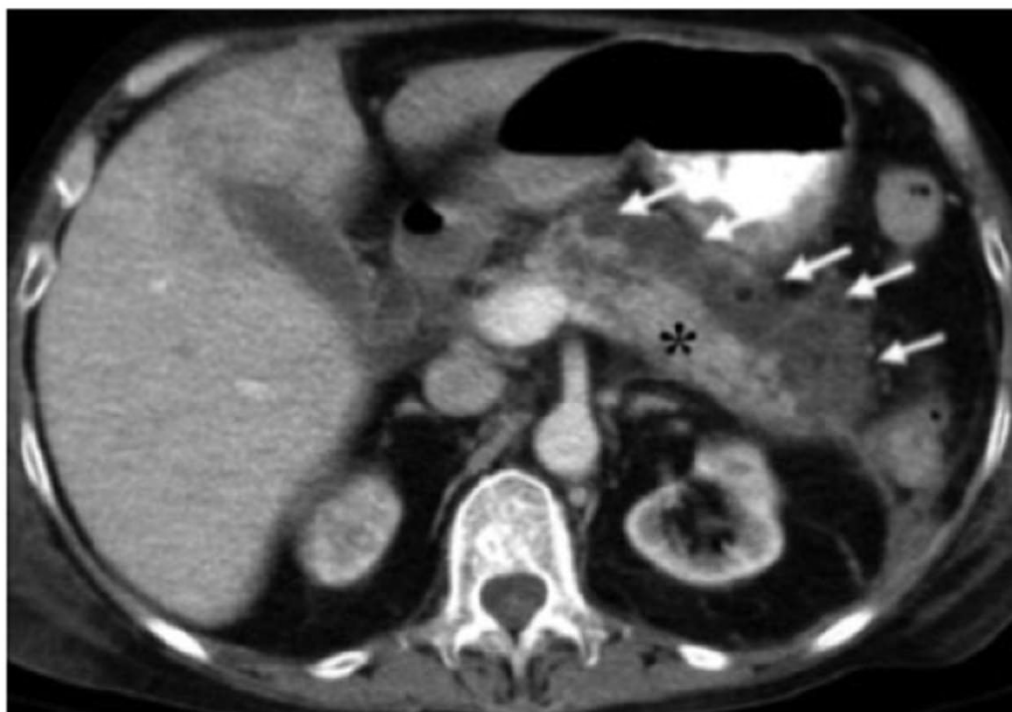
Pancreatite. TC com contraste VOVO e IVIV. Pâncreas com dimensões aumentadas apresentando necrose (setas). Área de parênquima pancreático normal (asterisco).
